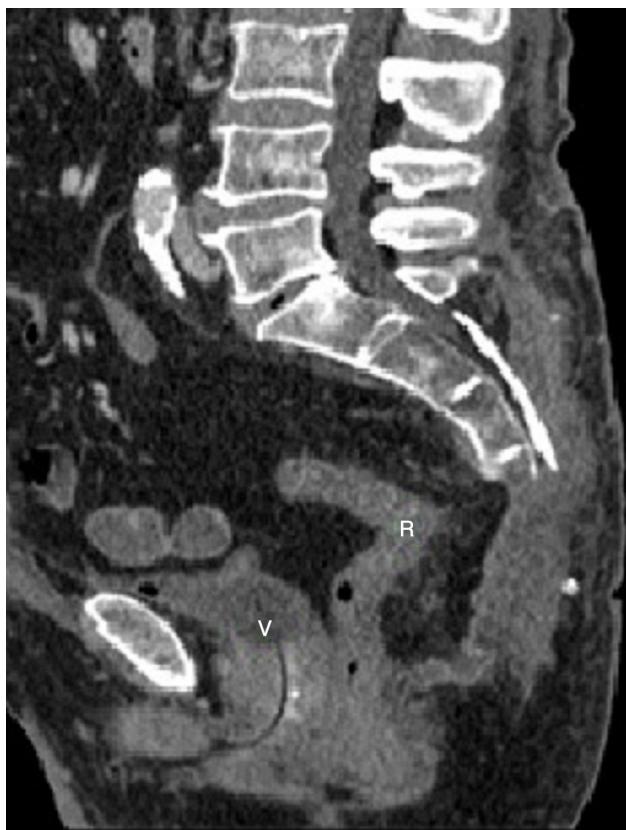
Reconstrucción sagital de TC en la cual se aprecia: sacrectomía distal, ausencia de las lesiones resecadas y seroma en el lecho quirúrgico.
